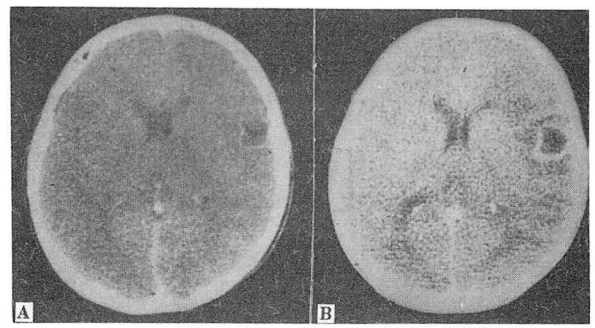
A. Postcontrast CT reveals cystic low density with thin rim-like enhancement in right temporal region.
